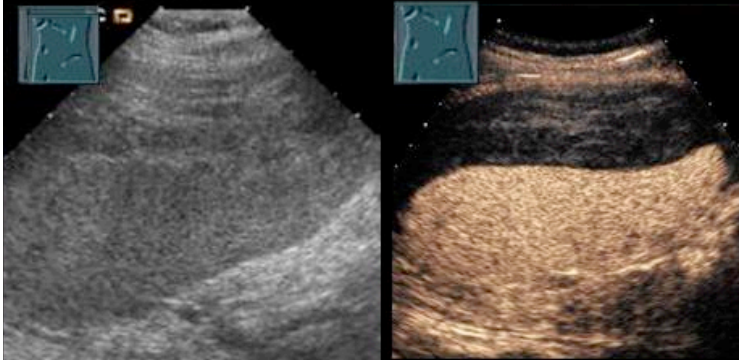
B-Bild Sonographie mit nahezu isoechogener haubenförmiger Hämatombildung (links), in der CEUS nimmt das Hämatom kein KM auf und demarkiert sich klar vom kontrastmittelaufnehmendem Milzgewebe (rechts). (Abb. Görg, C. Ultraschallzentrum, Marburg)
